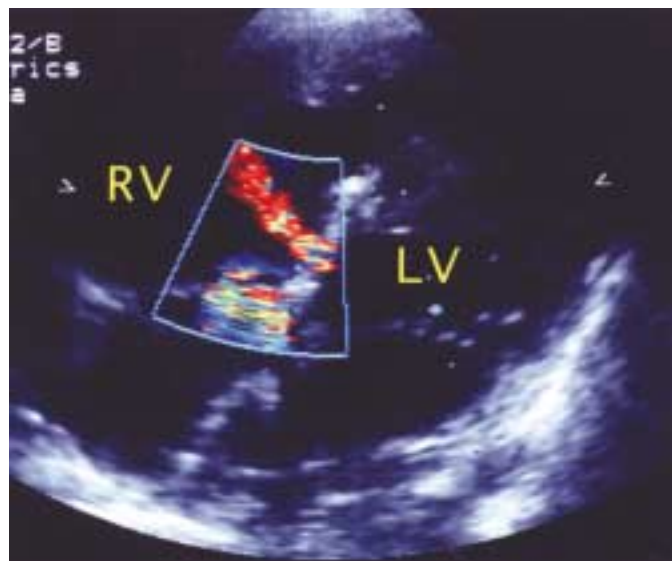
Post-palliative Senning operation ultrasonography. Left-to-right ventricular shunt through fenestrated patch is detected.
